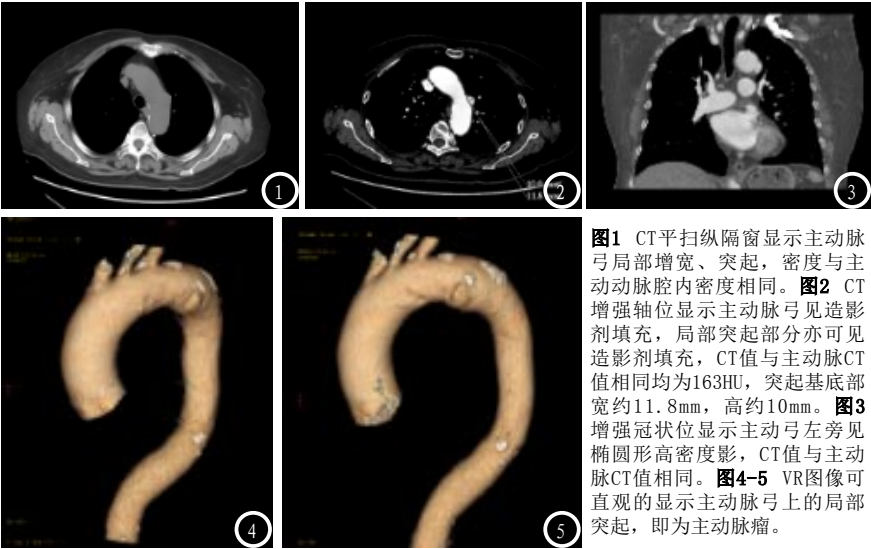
CT平扫纵隔窗显示主动脉弓局部增宽、突起，密度与主动脉腔内密度相同。图2 CT增强轴位显示主动脉弓见造影剂填充，局部突起部分亦可见造影剂填充，CT值与主动脉CT值相同均为163HU，突起基底部宽约11.8mm，高约10mm。图3增强冠状位显示主动脉弓左旁见椭圆形高密度影，CT值与主动脉CT值相同。图4-5 VR图像可直观的显示主动脉弓上的局部突起，即为主动脉瘤。
